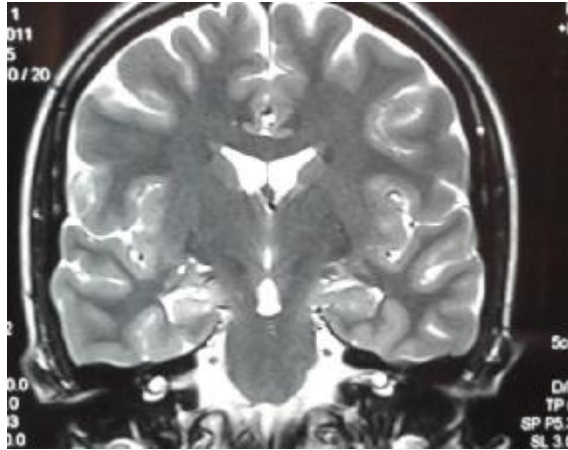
IRM en coupe coronale séquence T2 : Sclérose de l'hippocampe droit avec élargissement de la corne temporale du ventricule. (Patient H.J).
